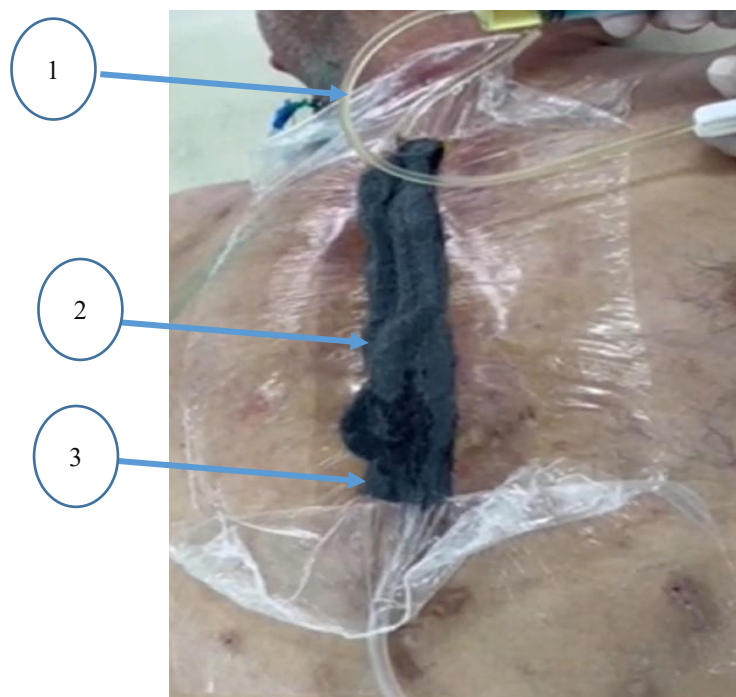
Проведение инстилляции раны антисептиком: шприцом через перфузионный катетер (1) подается антисептик, в нижней трети губки визуально определяется пропитка последней антисептиком (2), удаляемым из раны и эвакуируемым через аспирационный дренаж (3)
